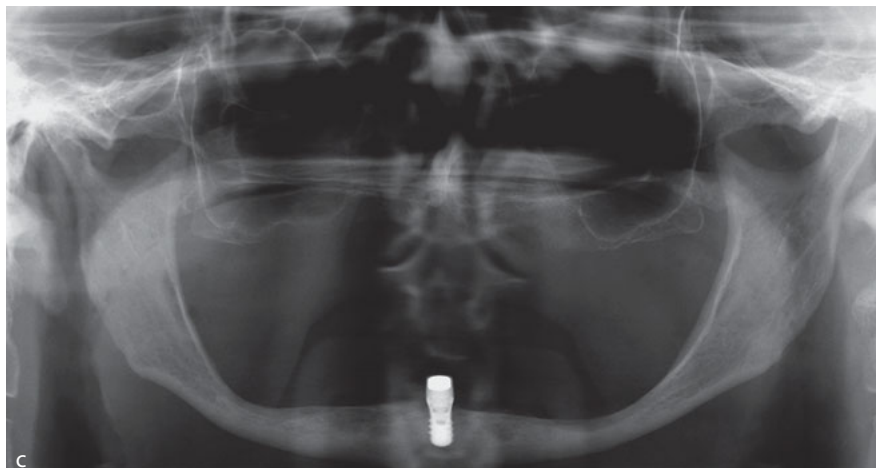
bis c Extraorale Übersichtsaufnahmen ein Jahr nach Behandlungsende. Patientin zeigt bei leichtem Lächeln eine harmonische Lippenlinie (a). In der Seitenansicht wird deutlich, dass die durch Bissabsenkung entstandene relative Vorverlagerung des Unterkiefers durch die Neuaufstellung ausgeglichen werden konnte (b). Orthopantomogramm mit gut osseointegriertem Single-Implantat (c).
